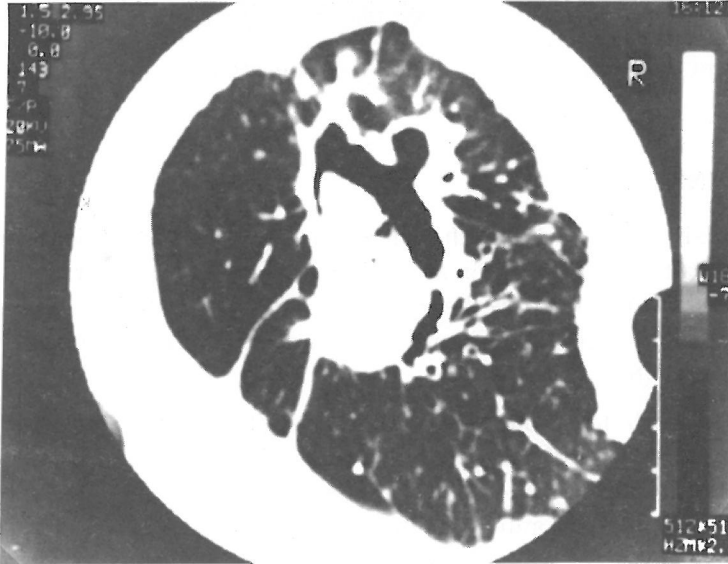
Aynı hastanın daha alt düzey BT kesitinde lezyona komşu bronşektatik alanlar görülmektedir.
